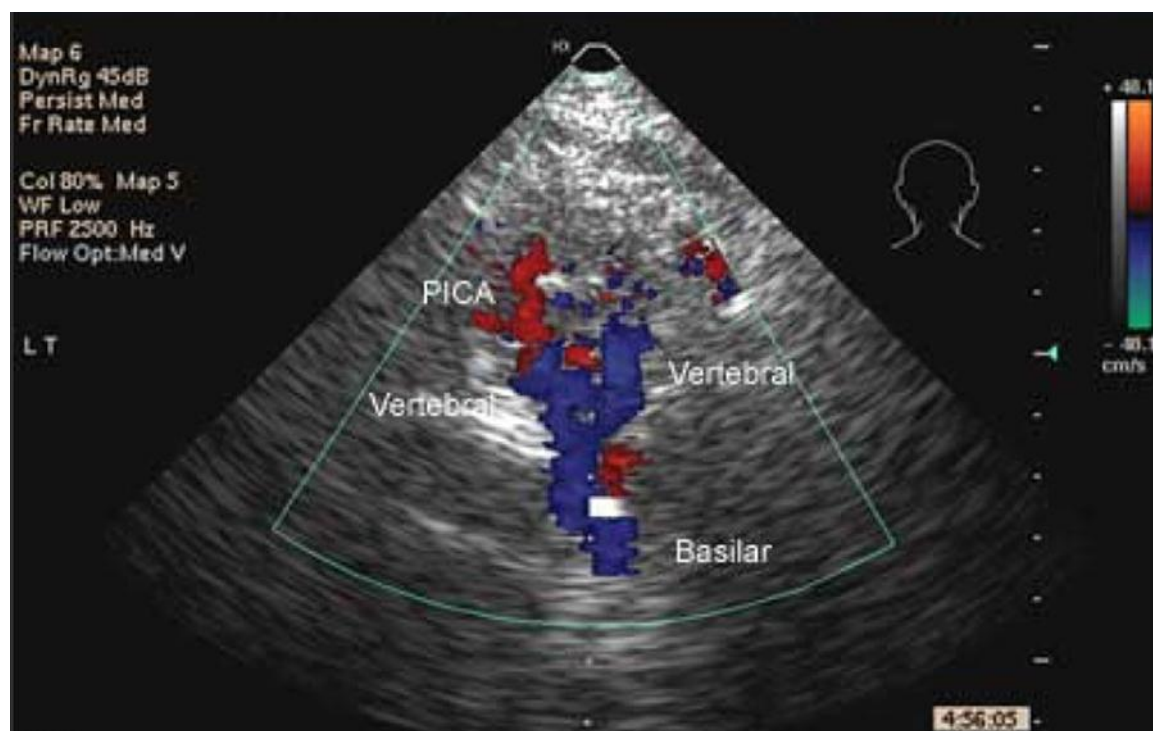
Fenêtre sous occipitale en mode doppler-couleur(12)
